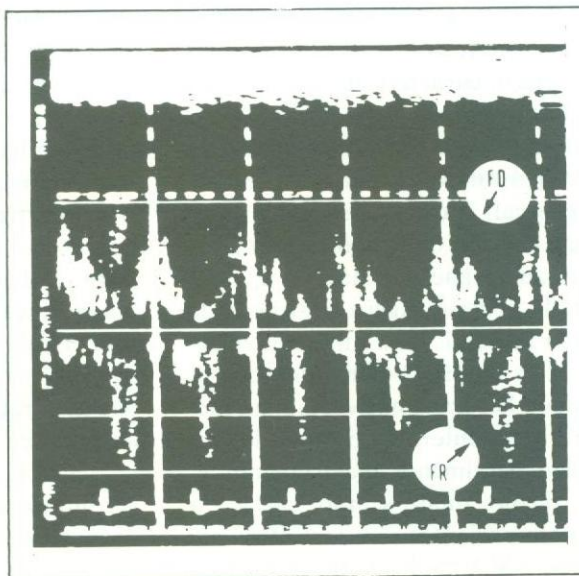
Doppler* pulsátil no interior do átrio direito mostrando fluxo diastólico normal (FD) e fluxo sistólico regurgitante (FR) para o átrio direito, caracterizando importante insuficiência tricúspide.
